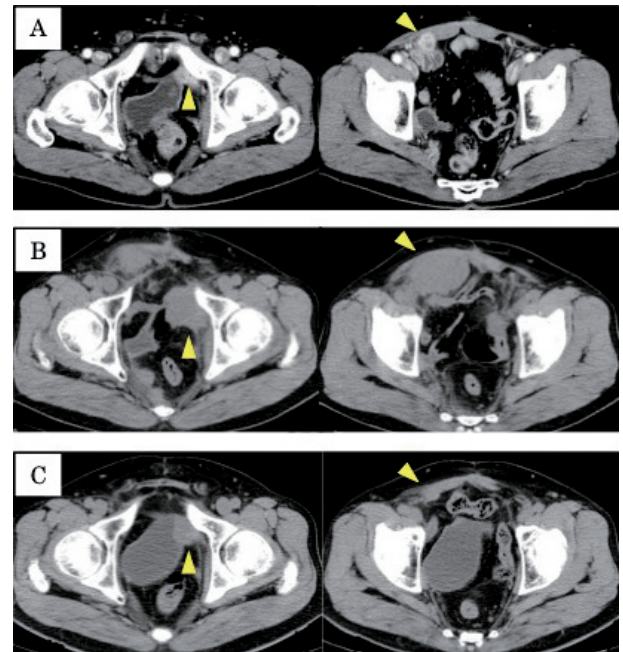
(A) Contrast computed tomography (CT) shows pelvic dissemination and lymph-node metastasis (arrows). Plain CT shows before (B) and after (C) administration of pembrolizumab.
